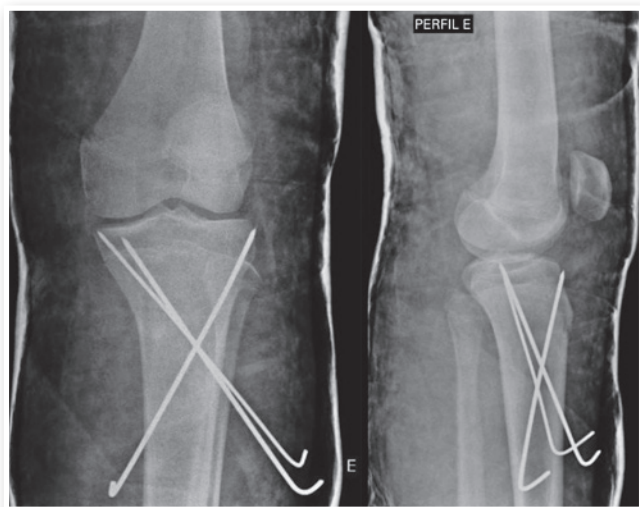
Radiografia pós-operatório imediato do joelho esquerdo.
